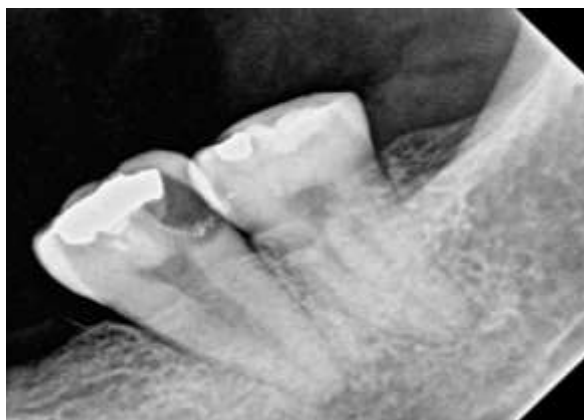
Radiografía periapical de 37 y 38.
